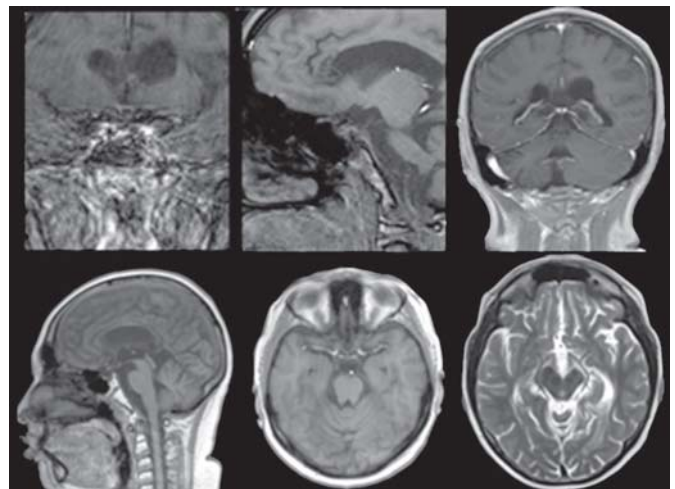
Resonancia magnética cerebral de junio de 2013. Remisión de tumoración selar.
